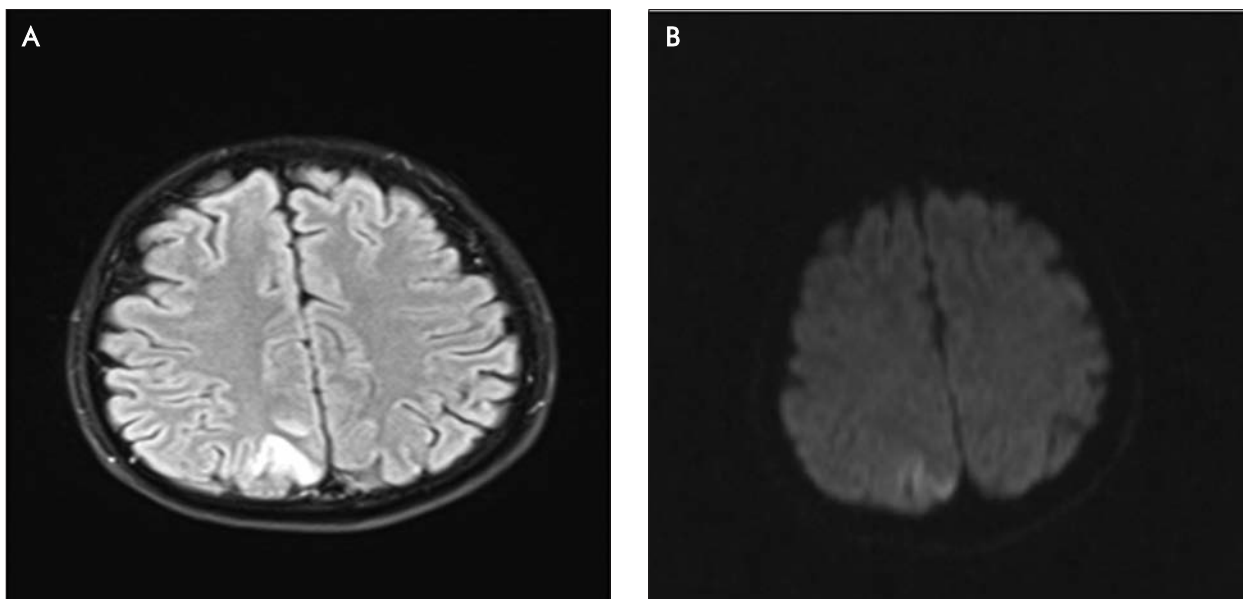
A cortico-subcortical focal area with hyperintense signal changes in T2-FLAIR and diffusion-weighted MR imaging, in right parietooccipital region
